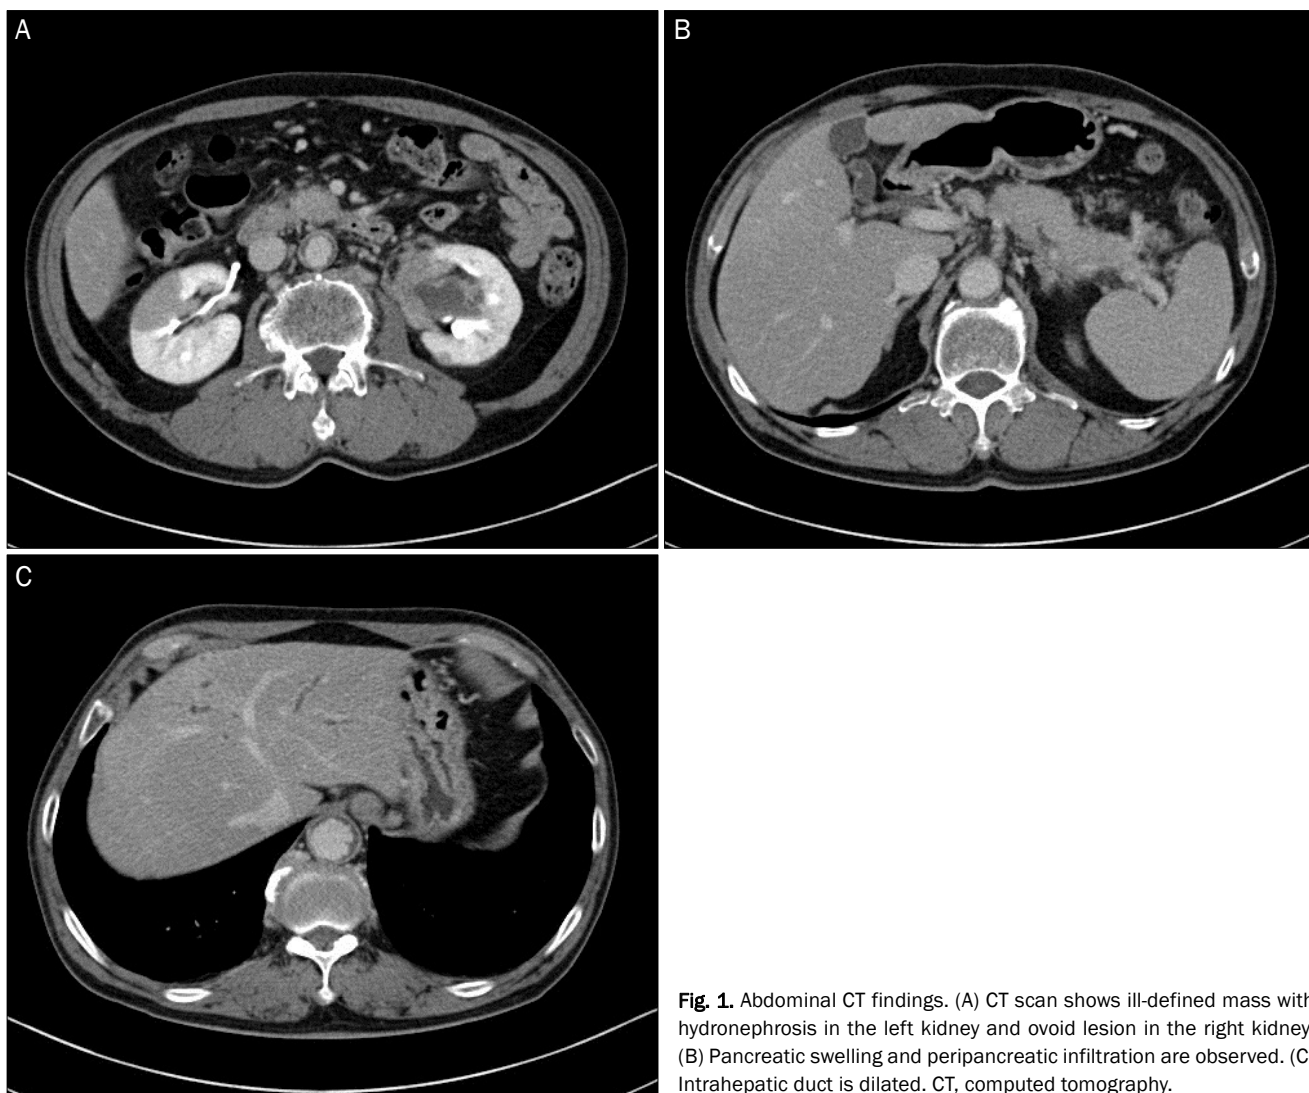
Abdominal CT findings. (A) CT scan shows ill-defined mass with hydronephrosis in the left kidney and ovoid lesion in the right kidney. (B) Pancreatic swelling and peripancreatic infiltration are observed. (C) Intrahepatic duct is dilated. CT, computed tomography.
